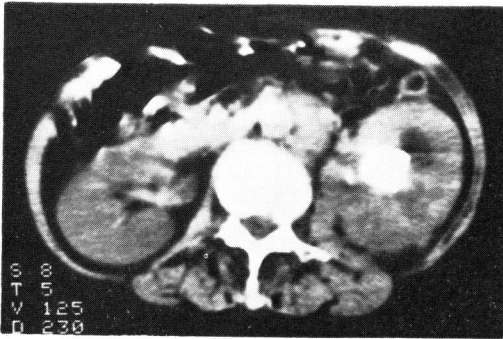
症例 1, CT, 左腎の後内側は濃度不均等, 腎外腎盂内の腫瘤, 後腹膜リンパ節腫大を認む.
